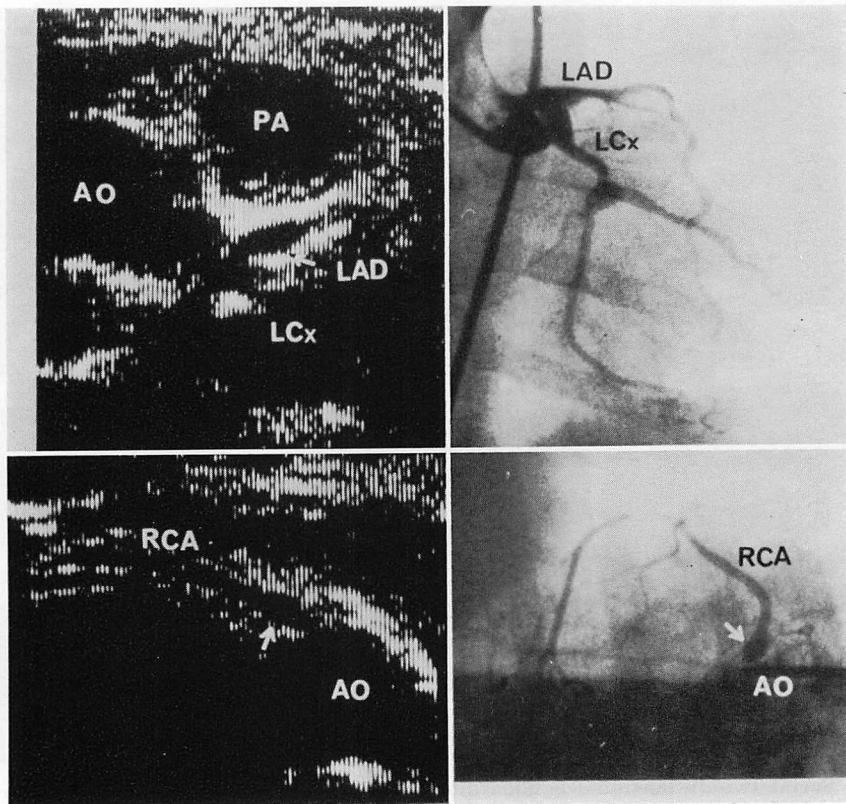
Two-dimensional echocardiograms and coronary angiograms from the same case as in Fig. 8.
